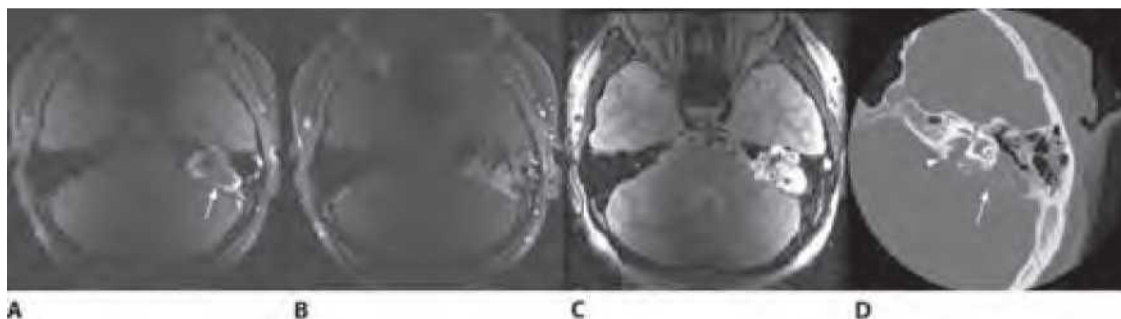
Tumor de saco endolinfático. Vistas axiales. A. Imagen por resonancia magnética (MRI) ponderada en T1 que muestra un tumor infiltrante de la región posterior del hueso temporal (flecha) con algunas áreas de baja intensidad (que representan el tumor) y algunas áreas de intensidad alta (que manifiestan líquido proteináceo). B. La adición de contraste con gadolinio hace que el tumor completo tenga una intensidad de señal alta. C. La MRI ponderada en T2 muestra intensidad de señal alta. D. Rastreo por tomografía computarizada (CT) del hueso temporal que deja ver destrucción ósea significativa tanto de las celdillas aéreas mastoideas como del hueso de la cápsula ótica (flecha). El conducto auditivo interno (punta de flecha) está infiltrado con tumor.
